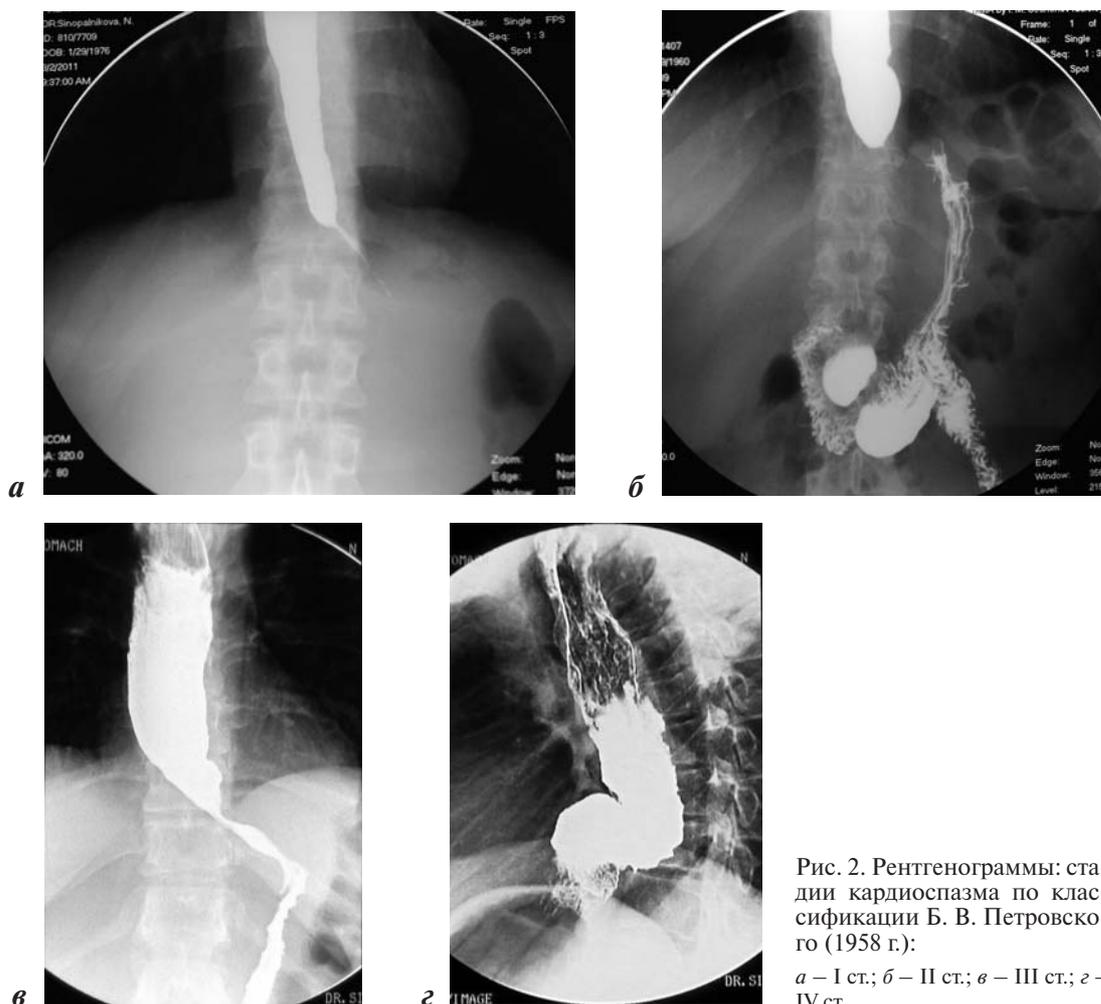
Рентгенограммы: стадии кардиоспазма по классификации Б. В. Петровского (1958 г.):
